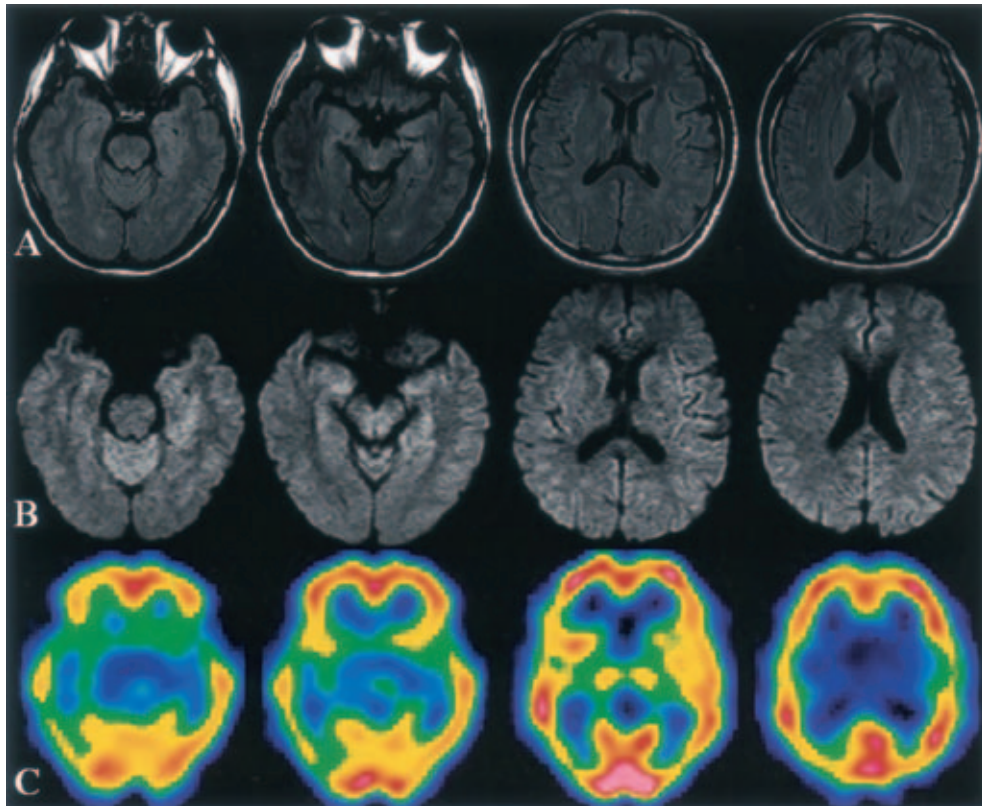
FLAIR MRI (TR/TE=8,002/127) (A), diffusion weighted MRI (TR/TE=10,000/66.4, b-factor =1,000) (B), and 99m Tc-ECD SPECT (C) performed 4 months after admission. The hyper intensity signals previously detected on FLAIR and DW-MRI were disappeared, and the hyper perfusion on 99m Tc-ECD SPECT was normalized.
